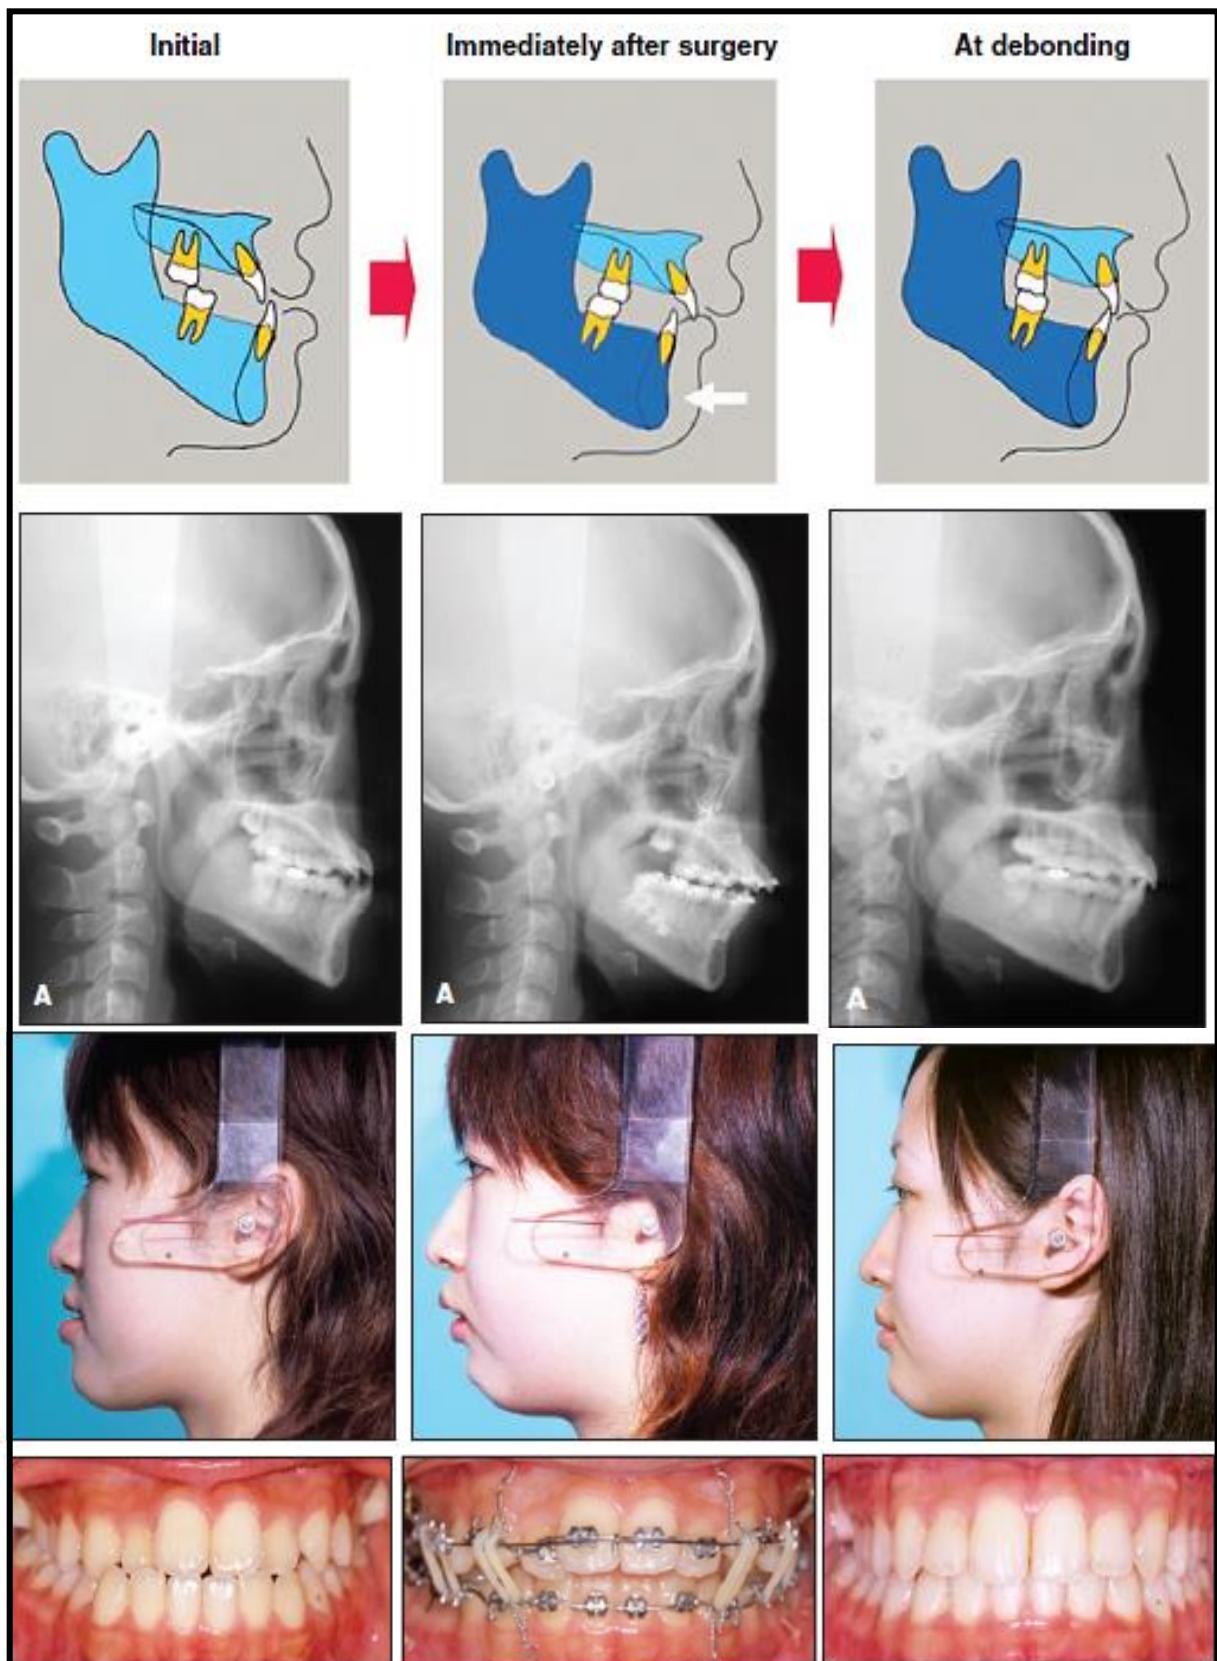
Comparaison entre les données cliniques et radiographiques avant le traitement et après la chirurgie immédiatement et après la fin de traitement actif. ^[114]
